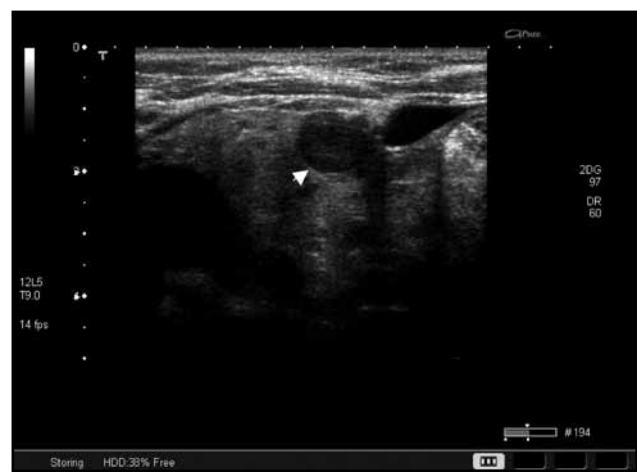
Ecografía tejidos blandos cuello, evidencia de adenoma de paratiroides (flecha).
